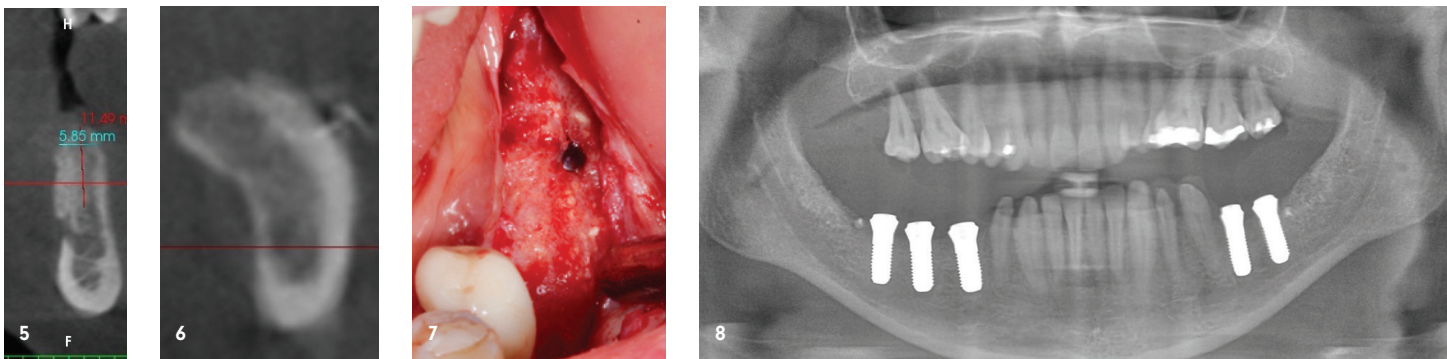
Röntgenbild fünf Monate nach Augmentation (rechte Seite). Cross Section zeigt deutlich verbreiterten Kieferkamm und gut durchbauten und sogar röntgenopakeren Knochen. – Abb. 6: Röntgenbild fünf Monate nach Augmentation (linke Seite). Cross Section zeigt auch hier breitere Struktur des Kieferkamms sowie angeschnitten den Titanpin zur Membranfixation. – Abb. 7: Zustand intraoperativ vor Implantatinsertion. – Abb. 8: Röntgenbild nach der Implantation (Regionen 47, 46, 45, 36 und 37). Aufgrund eines begrenzten Platzangebots wurde sich für Regio 36 für eine Off-Label-Verwendung eines \varnothing 4,1-mm-Implantats entschieden. Um dies zu kompensieren, wurde die Krone in der Größe eines Prämolaren geplant (s. Abb. 12).
